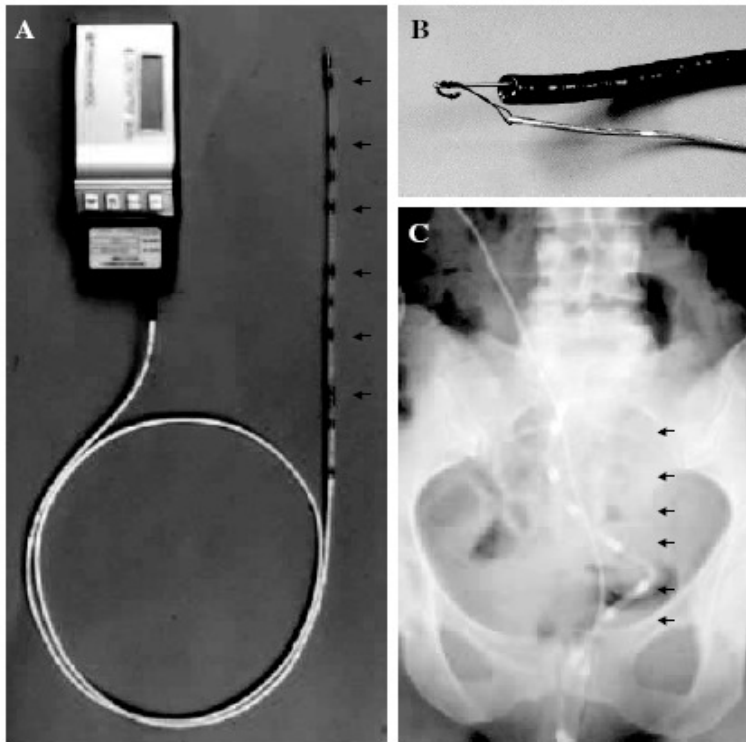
A: *Solid-state* Katheter, angeschlossen an einem transportierbaren Aufnahmegerät. B: Ein stabiler Seidenfaden, der an der Spitze des Katheters ausgefahren werden kann um eine Biopsie zu ermöglichen. C: Röntgenbild Abdomen mit einem Katheter in situ im Colon ascendens ([9])
